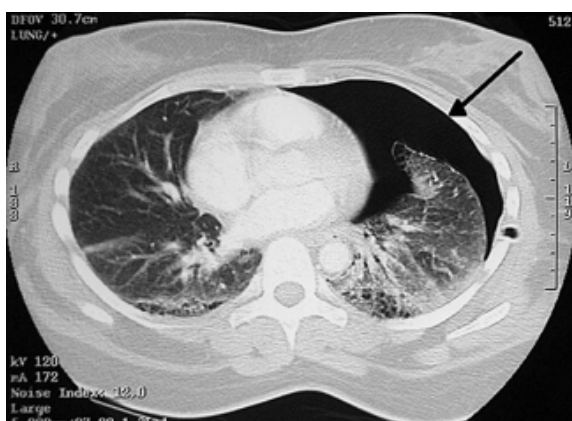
rappresentazione di PNX in TAC
